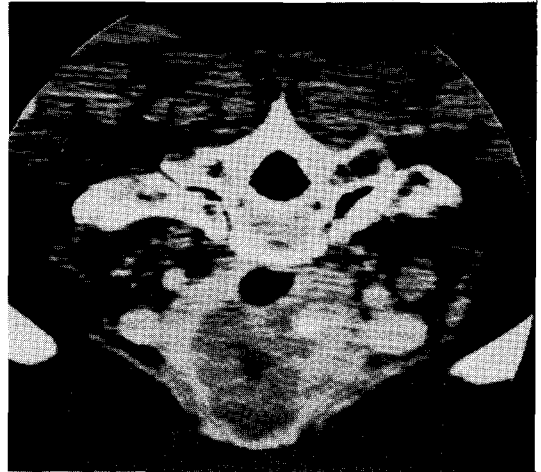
CT showing huge mass with tracheal invasion, probably.
